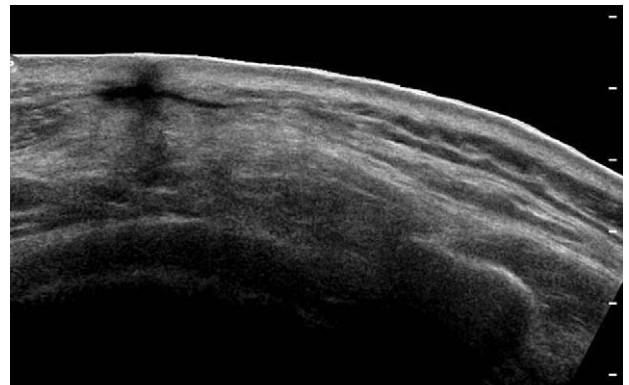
The ultrasonographic finding shows the mass seemed to be removed completely. There is no fluid collection between trapezius muscle and scapular bone, between latissimus dorsi muscle and subcutaneous layer.
